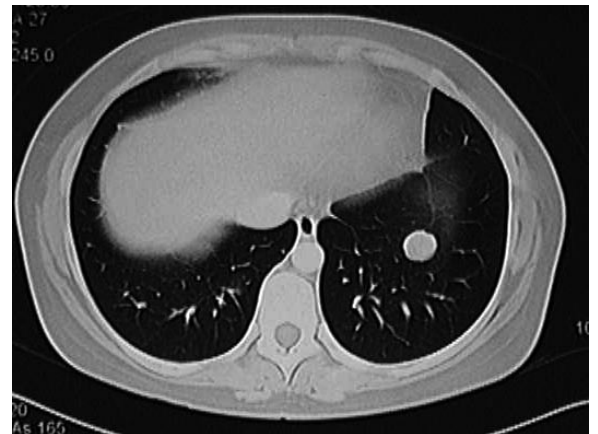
Caso 2. TAC torácico: nódulo pulmonar basal izquierdo.
